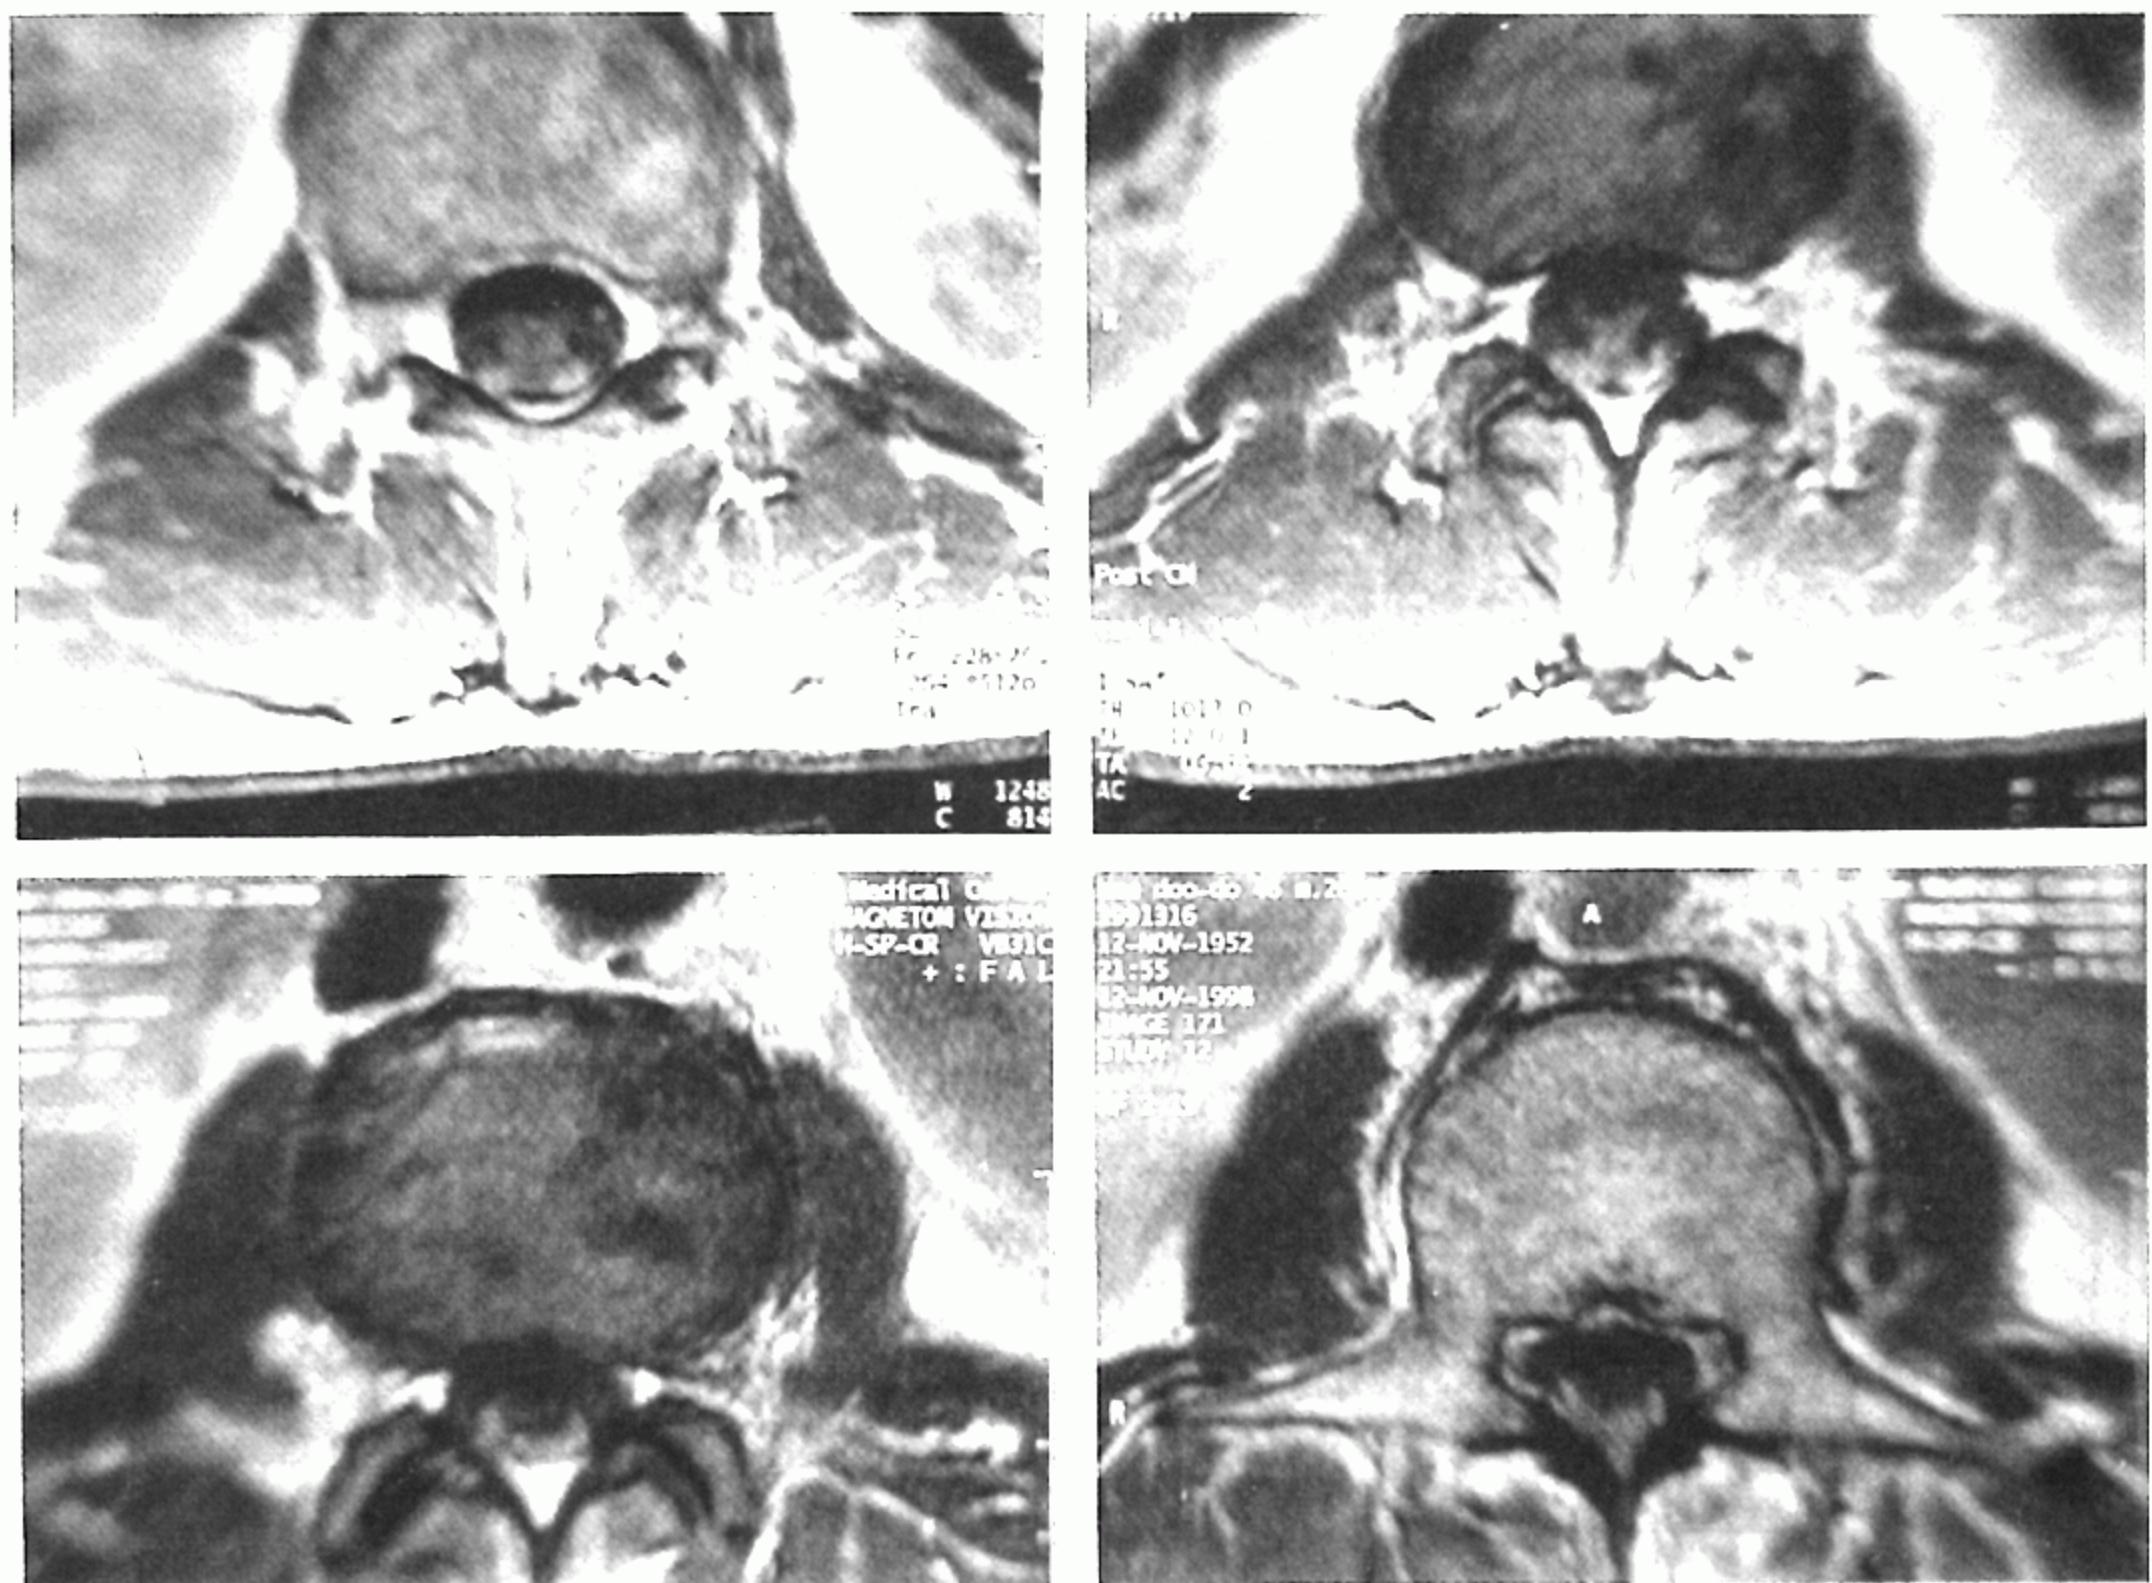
Postoperative spinal cord MRI of the patient 2 shows swelling and edema of the cauda equina.
